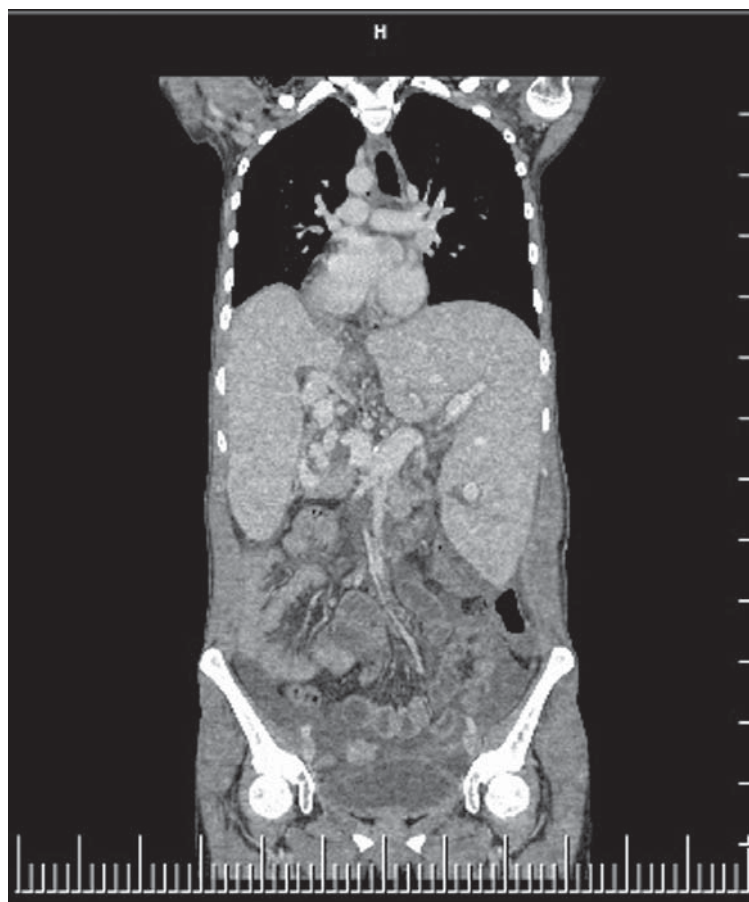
Компьютерная томограмма с болюсным внутривенным контрастированием (7-й послеоперационный день)
